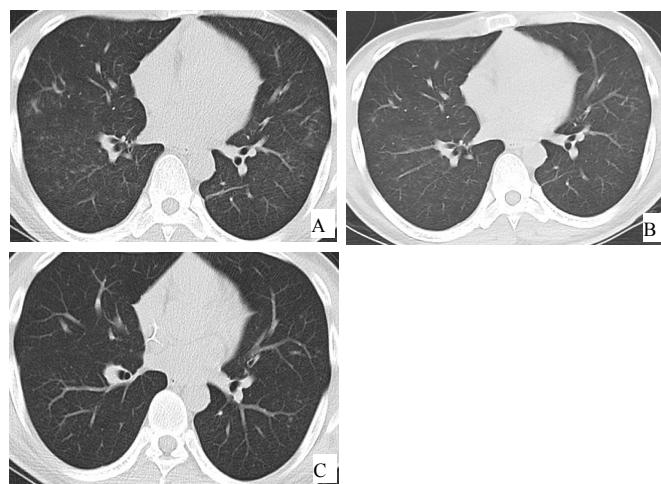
换用更昔洛韦抗病毒治疗后肺部CT示感染逐步好转
